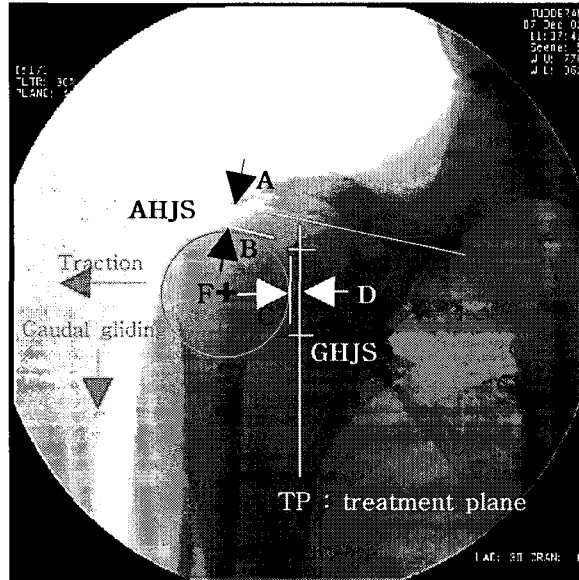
Radiographic measurements of the intra-articular movement during translatory joint play test
